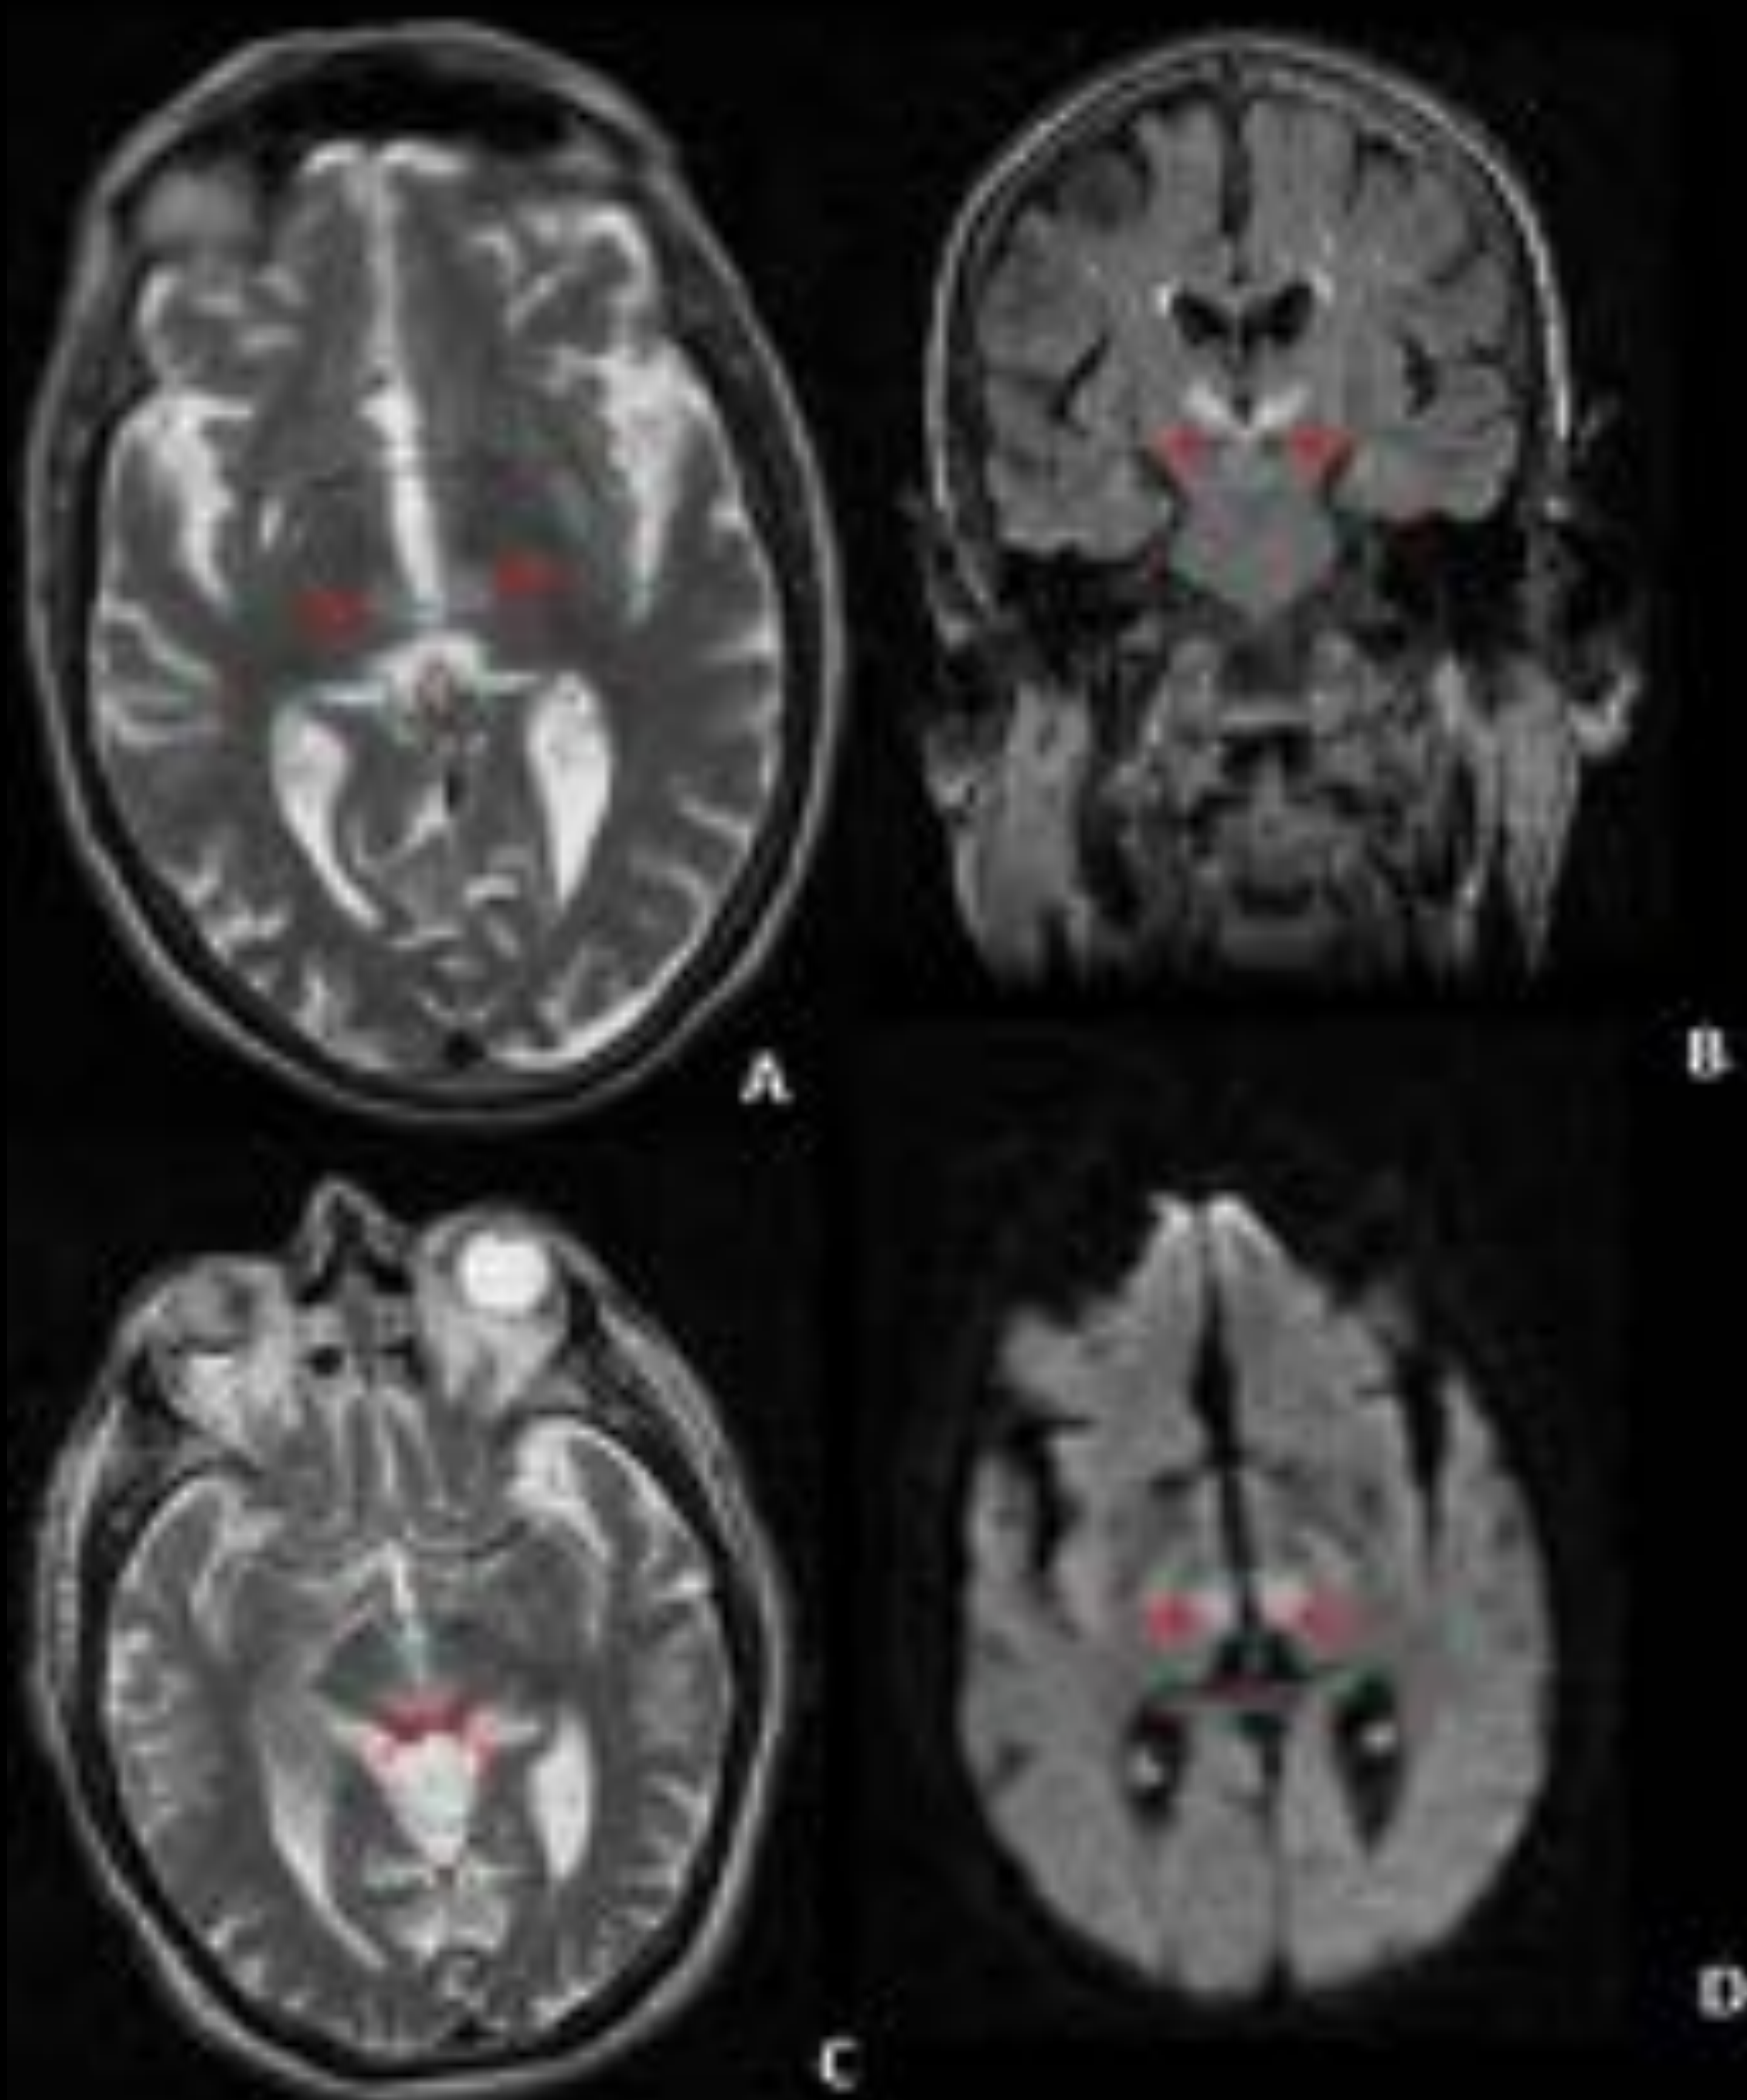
Paciente de 83 años de edad con antecedentes de HTA, FA permanente y valvulopatía aórtica con prótesis mecánica. Traído a urgencias por alteración del estado de conciencia. Se realiza TC craneal urgente (no presentado) en el ingreso a urgencias sin hallazgos radiológicos significativos. Por sospecha de ICTUS de territorio posterior se realiza RM cerebral: (A) Axial T2 Y (B) coronal FLAIR en donde se aprecian áreas hiperintensas (flechas rojas) talámicas paramediales bilaterales con restricción heterogénea en DWI (D). Axial T2 (C) hiperseñal en forma de V a lo largo de la superficie pial del mesencéfalo adyacente a fosa interpeduncular (signo de la V). Hallazgos correspondientes a lesión isquémica en fase establecida (subaguda) en territorio dependiente de la arteria de Percherón con compromiso talámico y mesencéfalo.
